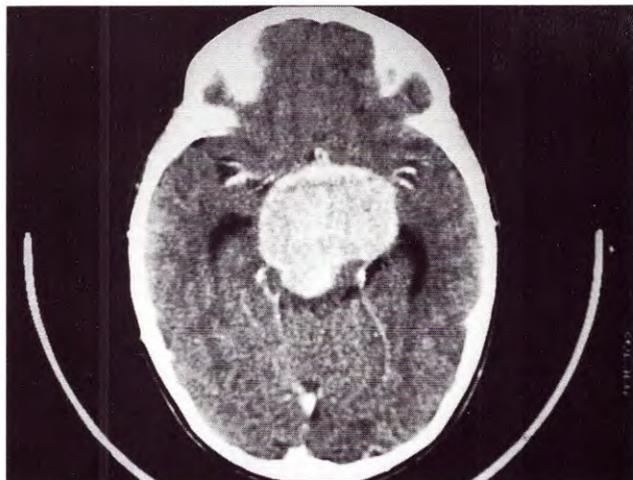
Caso 3. TAC prequirúrgica con contraste
